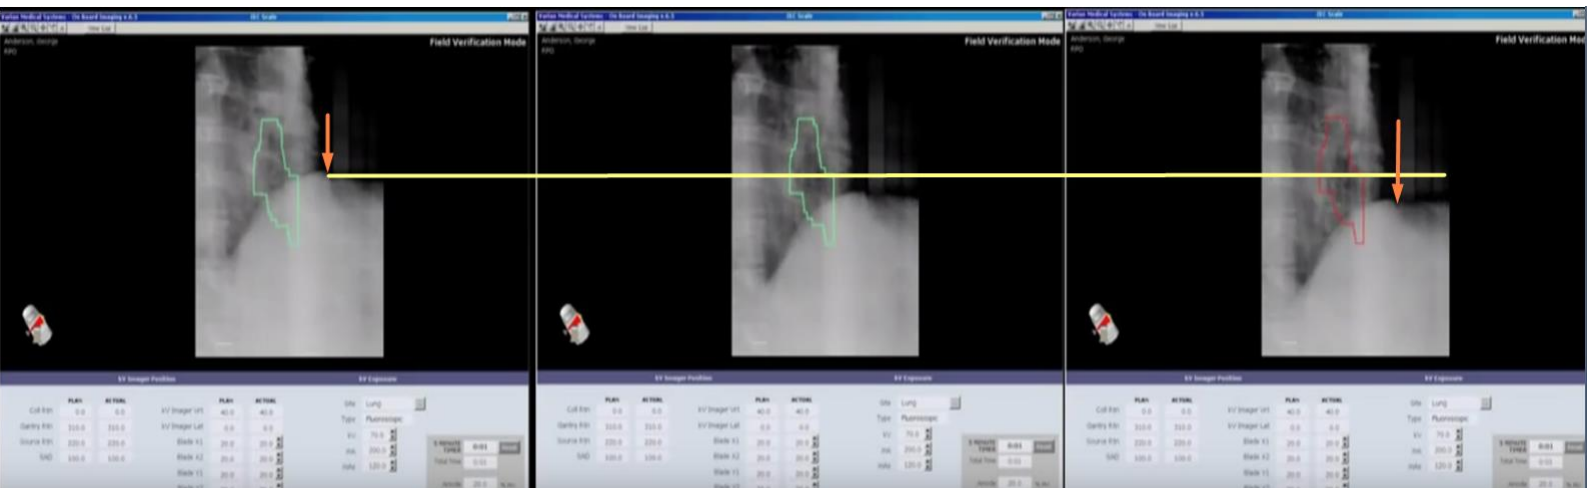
Εικόνο-κατευθυνόμενη ακτινοθεραπεία (Image-guided radiotherapy IGRT): Καθώς τα περιθώρια θεραπείας γίνονται αυστηρότερα και πιο στενά, η πιθανότητα να χαθεί ο όγκος, λόγω της κίνησης των οργάνων και των παραλλαγών της ρύθμισης του ασθενούς γίνεται μεγαλύτερη. Όταν οι κρίσιμες δομές, όπως υγιή κύτταρα σημαντικών οργάνων, είναι κοντά στον όγκο, ένα ελαφρύ σφάλμα θέσης μπορεί επίσης να οδηγήσει σε ακούσια ακτινοβόληση των υγιών αυτών οργάνων. Το IGRT επιτρέπει την ανίχνευση τέτοιων σφαλμάτων και διόρθωση αυτών με πληροφορίες που έχουν αποκτηθεί μέσω απεικόνισης που έχει προηγηθεί της ακτινοθεραπείας. Ένα τέτοιο παράδειγμα είναι με τις ημερήσιες CT σαρώσεις με δέσμη ακτίνων, που πραγματοποιούνται πριν από κάθε θεραπεία. Η βελτιωμένη ακρίβεια κατέστησε εφικτή τη κλιμάκωση της δόσης και αυτό επέτρεψε τη βελτίωση του θεραπευτικού έργου για αρκετές θέσεις όγκων όπως οι καρκίνοι της κεφαλής και του λαιμού και καρκίνοι του προστάτη.[13] [43] [44]Εικόνα 2.27[45]
